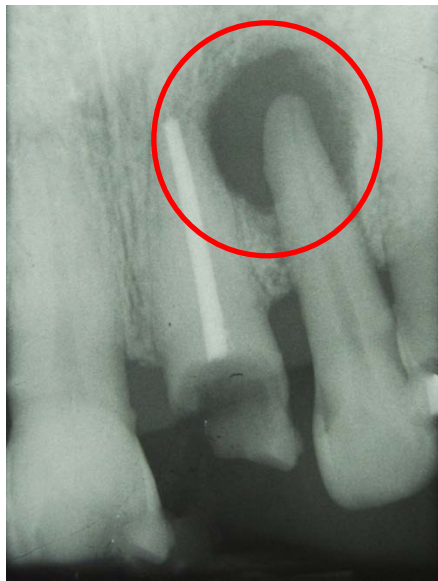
Vista vestibular en radiografía
